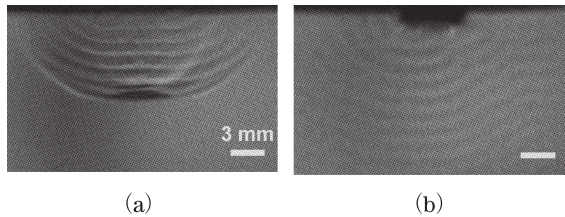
水中を伝搬するフォトメカニカル波 (a) と超音波 (b) のシャドウグラフ。
